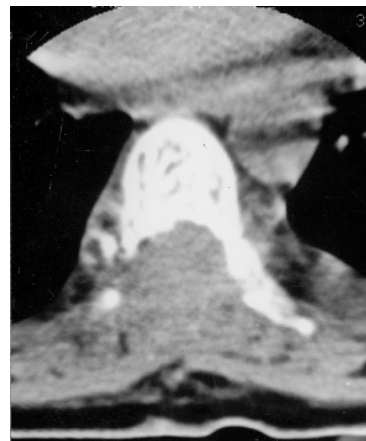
Tomografia computadorizada pós-operatória, sem contraste, em janela para partes moles, mostrando a ampla descompressão. O corpo vertebral apresenta o aspecto típico em polka-dot.
